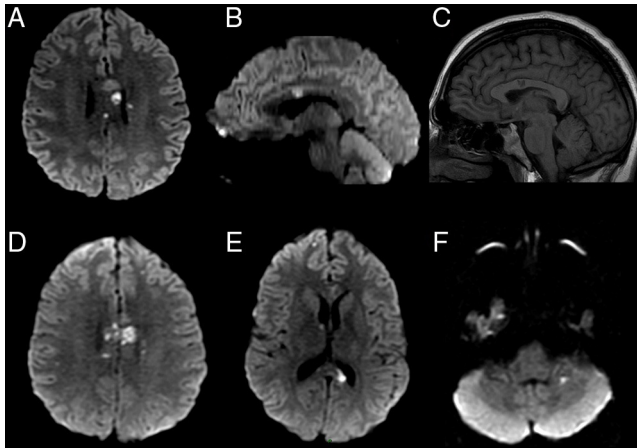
RMN de cerebro. A) Imagen restrictiva en DWI, en cuerpo calloso, fórnix y paraventricular izquierda (corte axial). B y C) Imagen restrictiva en DWI e hipointensa en T1 a nivel del cuerpo calloso (corte sagital). D-F) Múltiples imágenes restrictivas en esplenio, cuerpo y rodilla del cuerpo calloso, tálamo derecho y cerebelo izquierdo.
